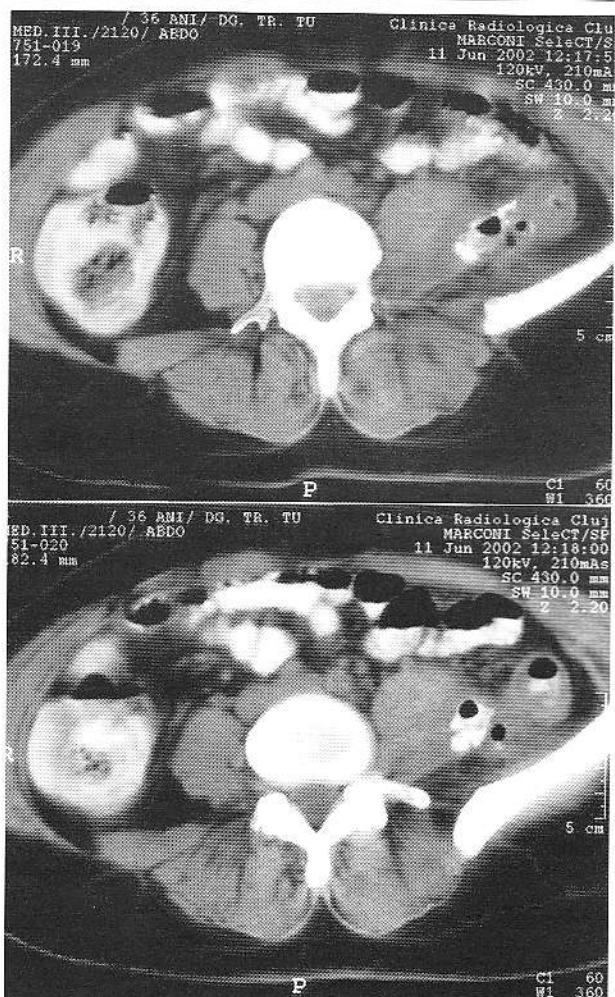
Examul CT evidențiază, retrocolon, o formăjune cu conținut aeric și lichidian. Se observă trecerea substanței de contrast din lumenul colonului în interiorul formăjuni.
